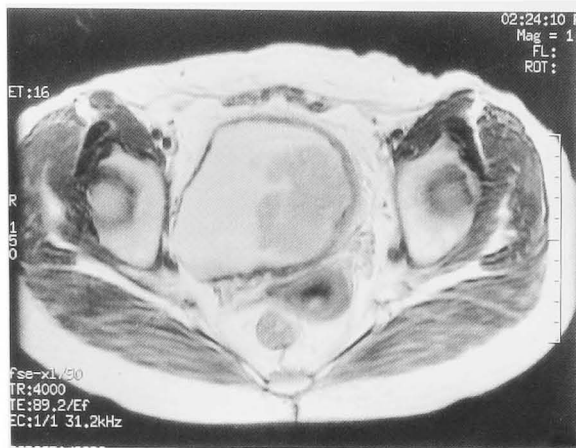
Pelvic MRI showed a large bladder tumor.
